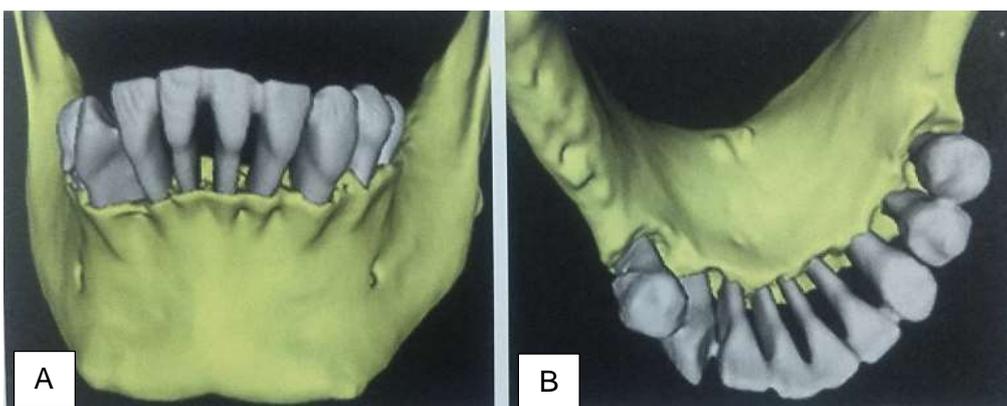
Imágenes correspondientes a una TAC, que brinda imágenes tridimensionales, que permiten identificar diferentes estructuras como la salida del nervio alveolar inferior a través del agujero mentoniano, defectos intraóseos y extrusión de los dientes anteriores (A) y apreciar la morfología de los defectos óseos verticales alrededor de los premolares (B). ⁸
